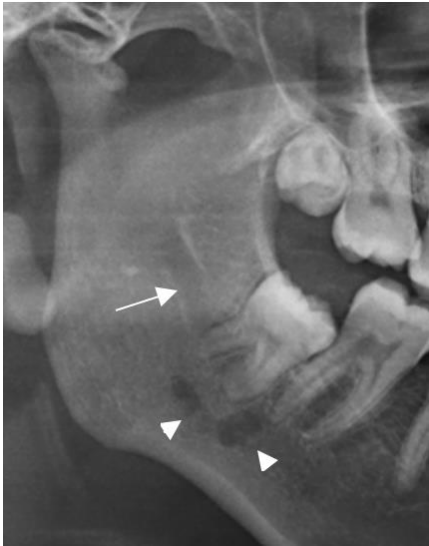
Radiografía panorámica seccionada. Se señala el conducto alveolar inferior principal (flecha) y el conducto accesorio (cabeza de flecha).
